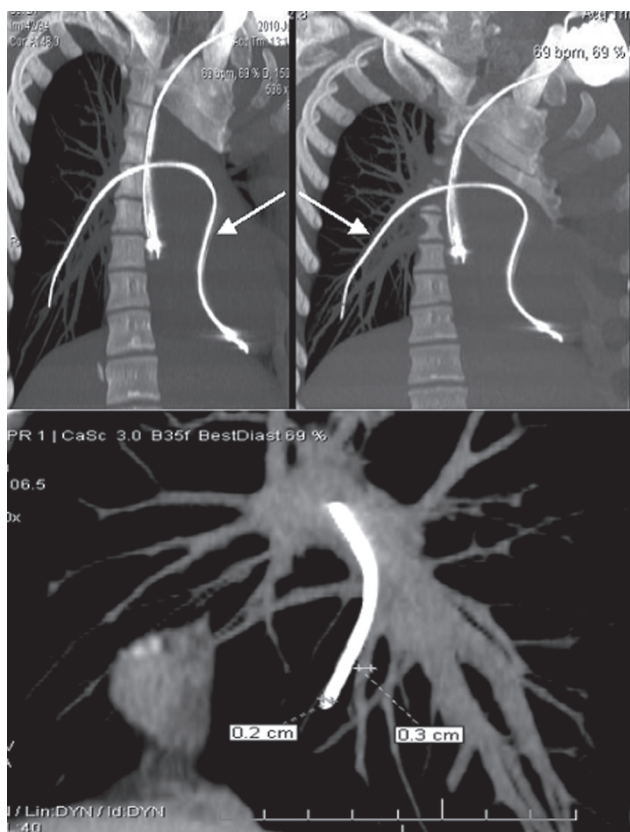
Компьютерная томография грудной клетки больного А. Дислоцированный электрод отмечен стрелками.
